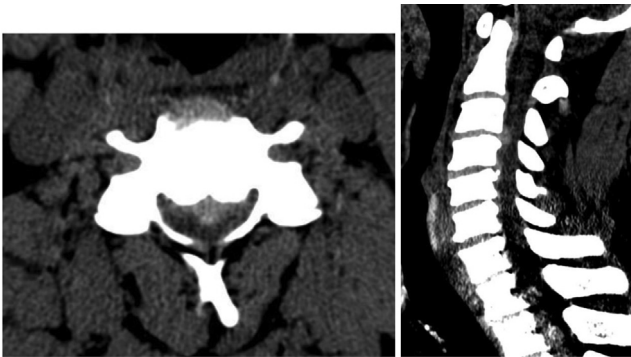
Больной В., 46 лет. На КТ в аксиальной и сагиттальной проекциях в сегменте С3-С4 определяется задняя центральная грыжа диска С3-С4, вызывающая стеноз позвоночного канала и сдавление дурального мешка.
